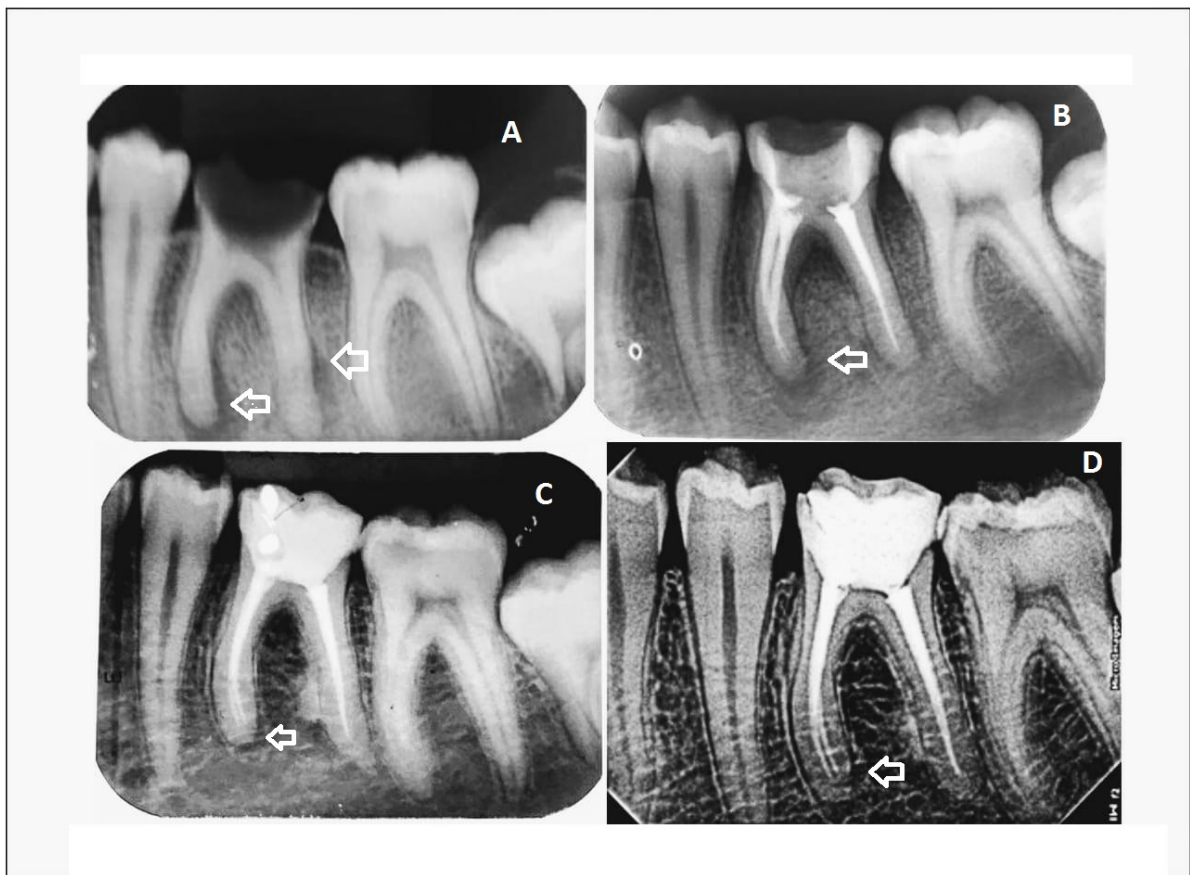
Caso clínico do tratamento endodôntico do dente 36 (paciente com 14 anos de idade). (A) Radiografia inicial. (B) Obturação. (C) Acompanhamento de 1 ano e (D) Acompanhamento de 2 anos. As setas indicam o local de avaliação e a evolução do reparo apical.
